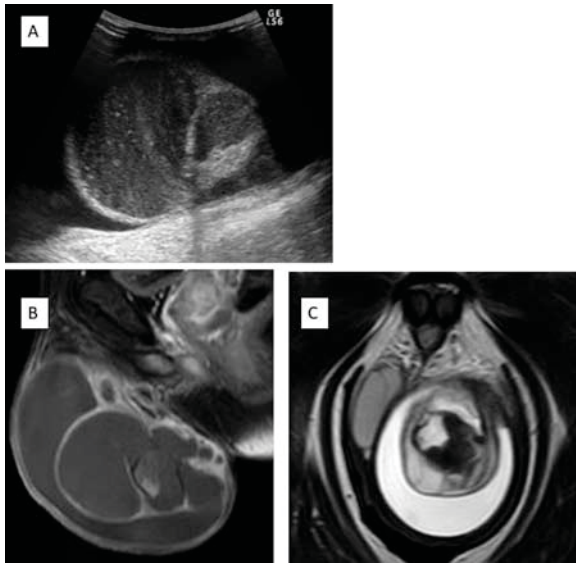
Images of left testis. A: An axial section of ultrasonography showed a multiloculated cystic lesion with the solid component. B: A sagittal section of T1-weighted magnetic resonance imaging with fat suppression demonstrated a multiloculated cystic lesion. C: A coronal section of T2-weighted magnetic resonance imaging indicated a multiloculated cystic lesion with bleeding.
